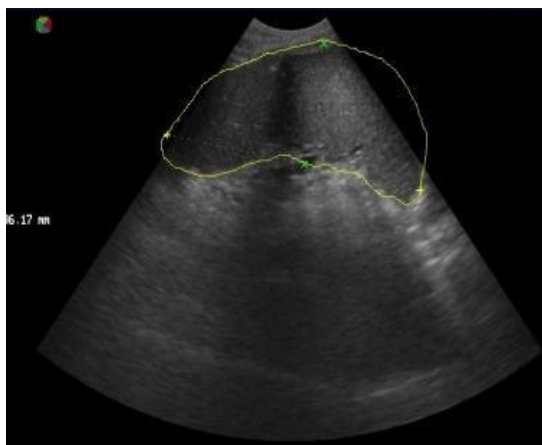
Эхотомограмма. Спленомегалия $S=98,7\text{cm}^2$
